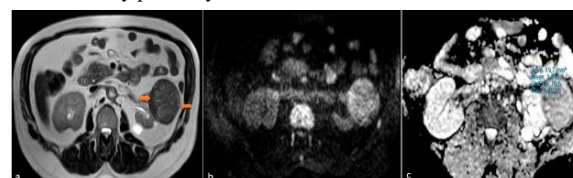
A 51-year-old male patient. 31x38mm lobulated mass in the left kidney pelvis (Transitional cell carcinoma) a) A heterogeneous hypointense mass originating from the left kidney in T2-WI b) DWI shows marked diffusion restriction in the mass c) ADC value is 1.127×10^{-3} mm²/s and normal kidney parenchyma ADC value is measured at 2.063×10^{-3} mm²/s.
